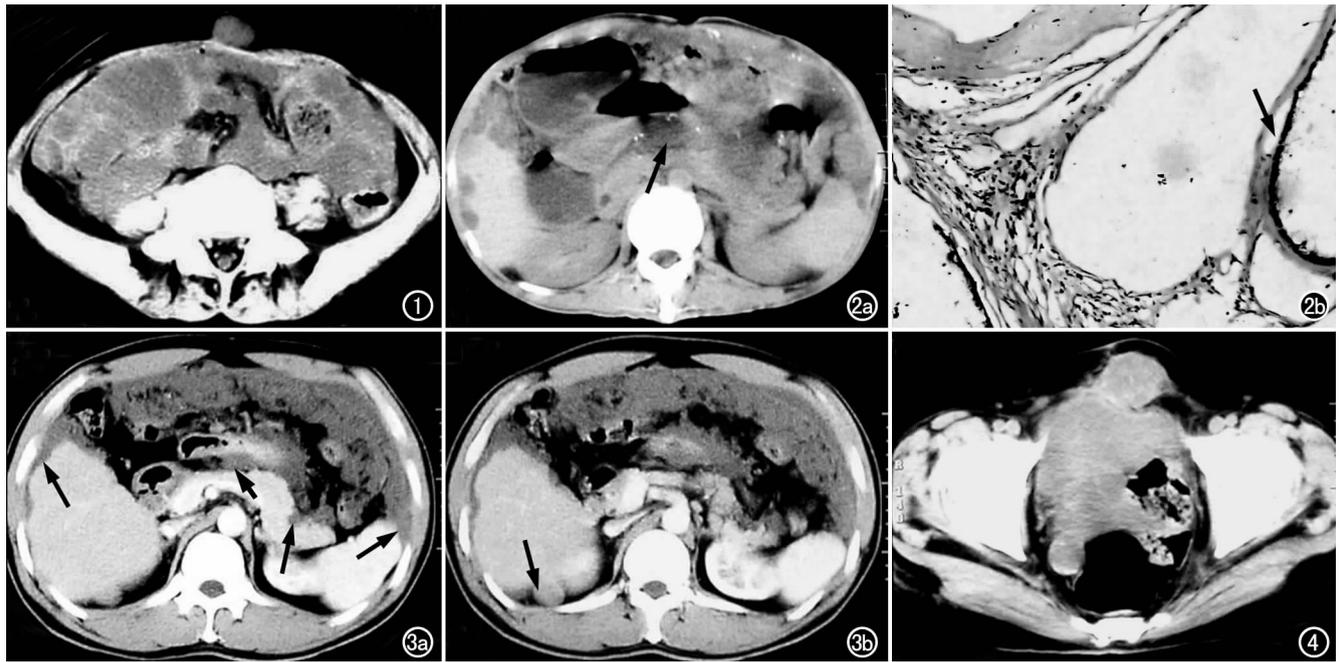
CT 平扫示腹部充满粘液样腹水,伴有分隔及囊性包块,肠管受压后移,脐周有囊性包块。图 2 a) CT 平扫示腹腔内有粘液样腹水及大小不等的囊性包块,并见于小网膜囊(箭),肝脏表面扇形压迹; b) 组织切片($\times 100$, HE),示多个囊腔,腔内充满粘液,腔壁被覆有单层柱状粘液上皮(箭),伴血管充血和慢性炎细胞浸润。图 3 a) CT 增强扫描示腹水环绕腹周分布,致肠管后移,肝脾脏(长箭)表面扇形压迹,小网膜囊(短箭); b) CT 增强另一层面示腹膜后(箭)有囊性包块。图 4 盆腔内弥漫有囊性包块,囊内及囊壁伴有砂砾样钙化,并扩散至盆腔外,位于手术径路中,双侧腹股沟清晰对称。
